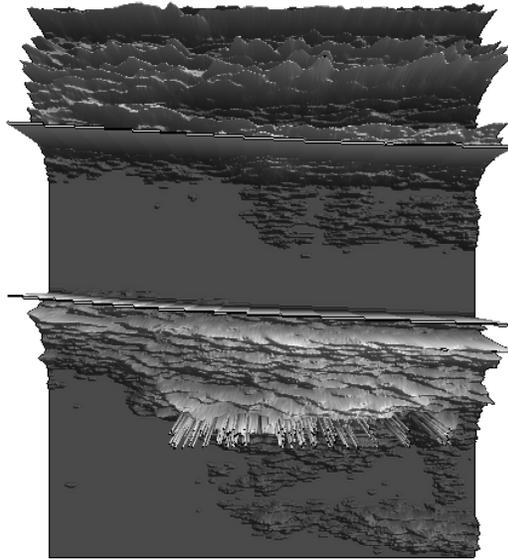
Ultrasonografía de modo-B vista como una superficie tridimensional.
